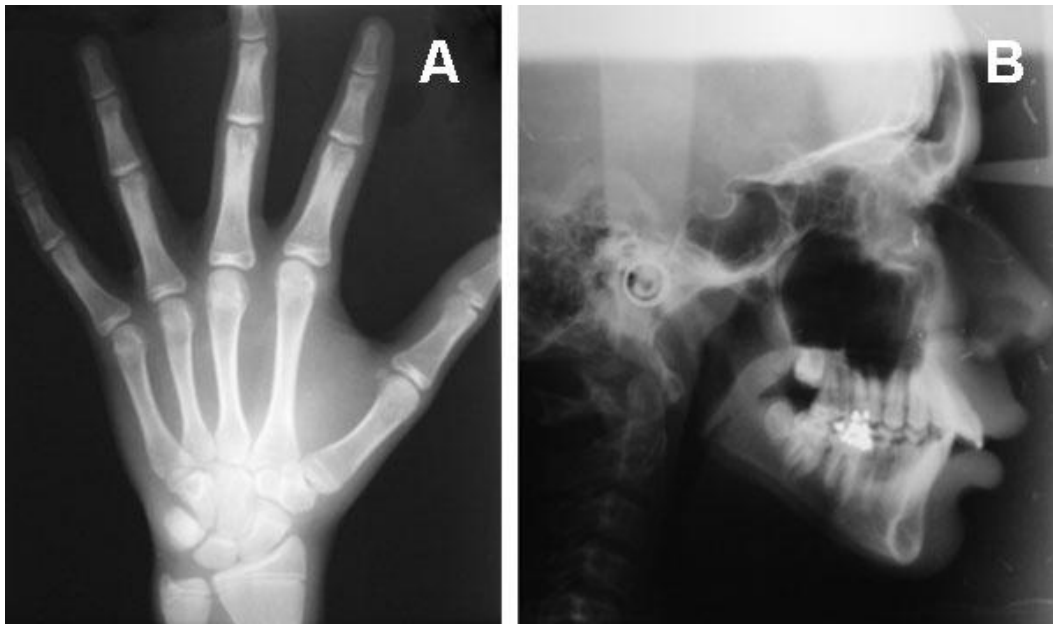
(A) Radiografía Carpal, mostrando que el paciente se encuentra pasando el pico de crecimiento puberal. (B) Radiografía lateral.
